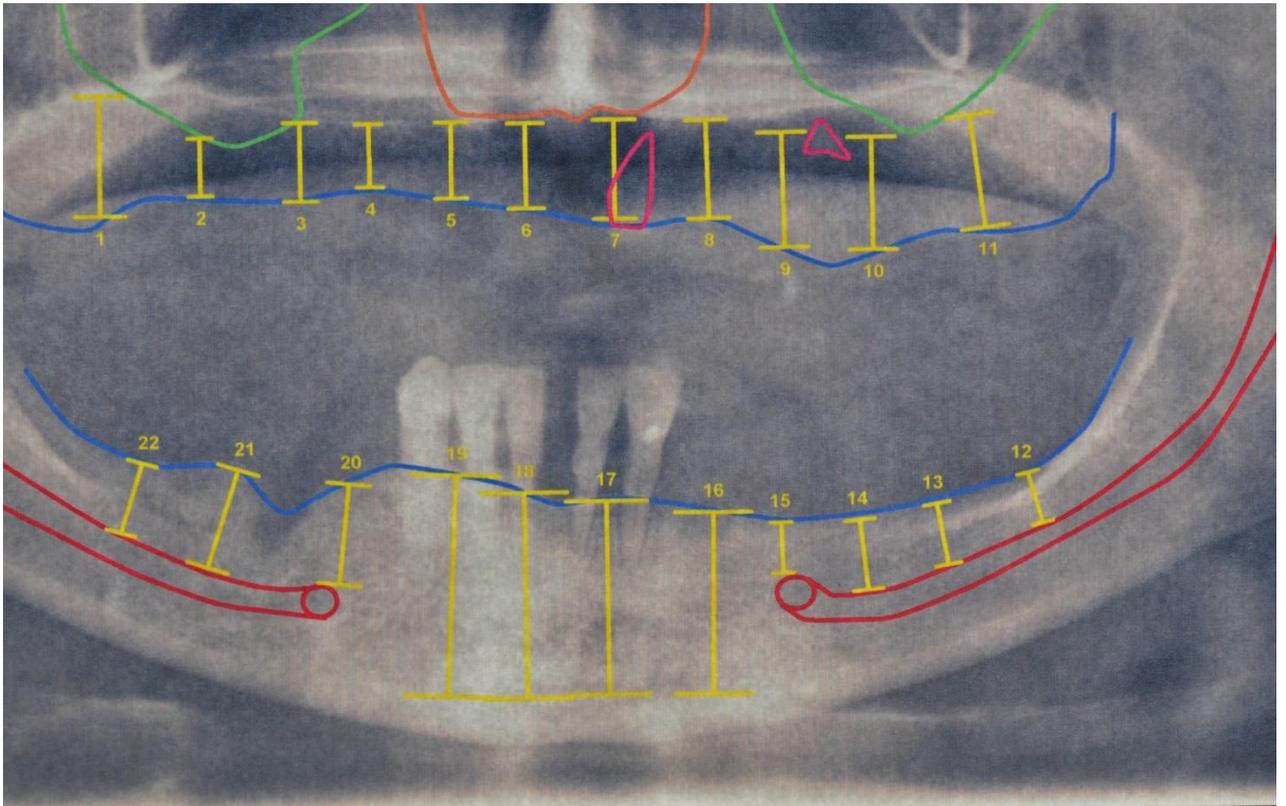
Radiografia panorâmica com descrição de altura e relação do nervo alveolar inferior.
